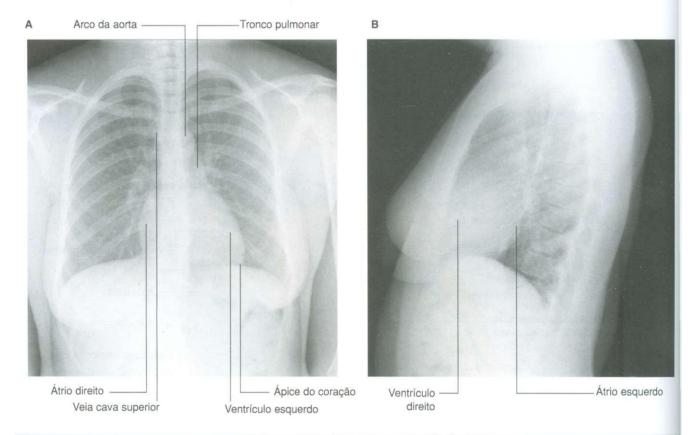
Radiografías do tórax. A. Incidência póstero-anterior padrão. B. Incidência em perfil padrão do coração.
